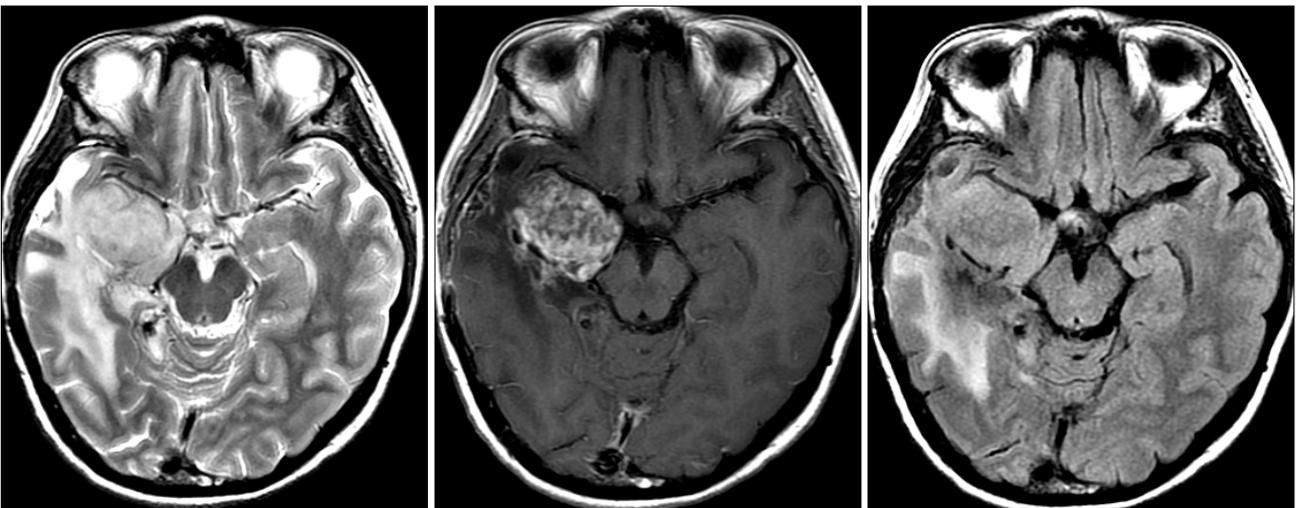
Follow-up MRI 24 months after treatment of concomitant radiation and Temodal® chemotherapy revealing tumor recurrence on the mesial temporal lobe. The recurred tumor compressed the cerebral peduncle.
